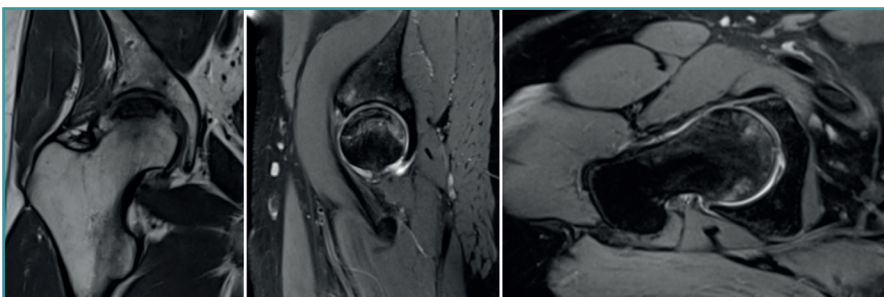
Resonancia magnética de la cadera derecha tras 4 meses posquirúrgicos, evidenciándose disminución de la zona de necrosis de la cabeza femoral. Ángulo de Kerboul de 240°.
